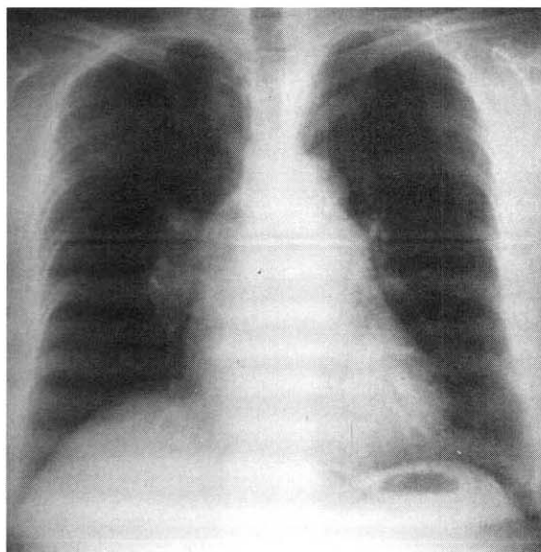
Posteroanterior chest radiograph showing an enlargement of the right main pulmonary artery and the proximal branches. The right lung is slightly oligemic.
